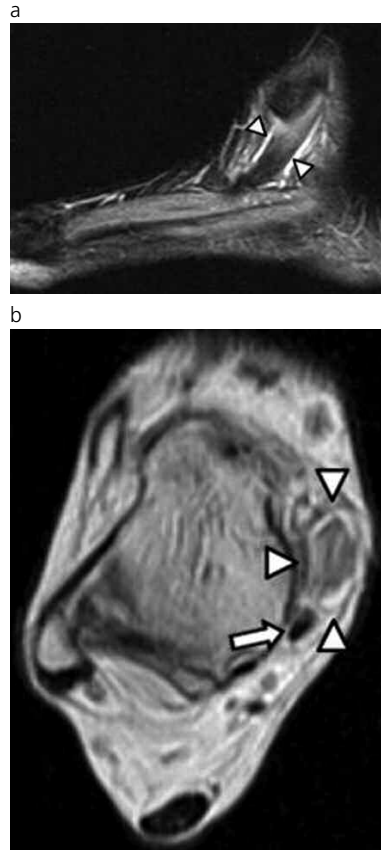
Injuría Tipo 1 (tendinosis) del tibial posterior. a) RM sagital IRPD que señala un aumento del espesor tendinoso y cambios de intensidad de señal intrasustancia (cabezas de flecha). b) RM axial ponderada en DP que demuestra hallazgos similares, más evidentes, asociados a un ligero incremento en el líquido peritendinoso (cabezas de flecha). Compárese con el aspecto normal del tendón flexor común de los dedos (flecha).
